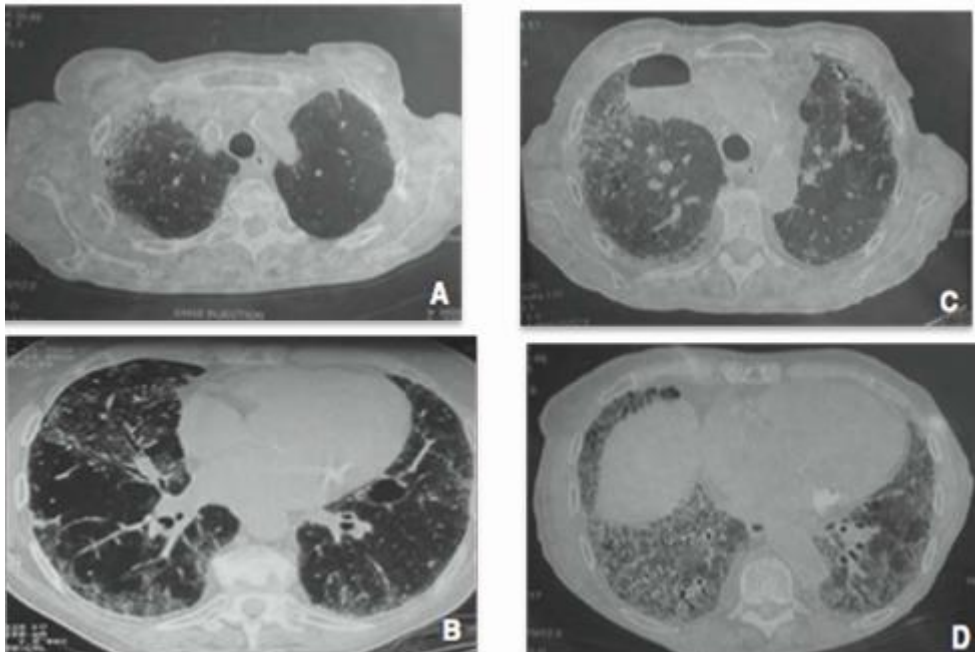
Aspect de fibrose pulmonaire diffuse à la TDM-HR
